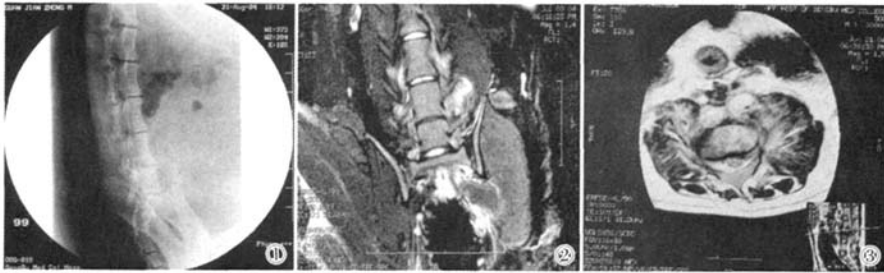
模型建立2周后侧位X线片见椎体破坏 图2、3 模型建立2周MRI冠状面T₂加权见感染椎间
